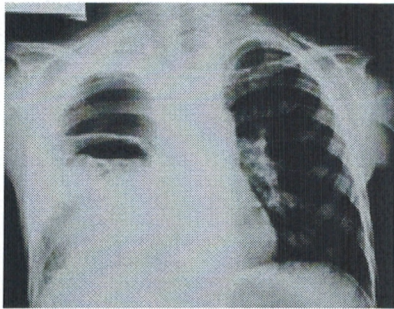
Radiographie du thorax de face. Kyste hydatique du poumon droit rompu avec niveau hydro-aérique et membrane flottante.
